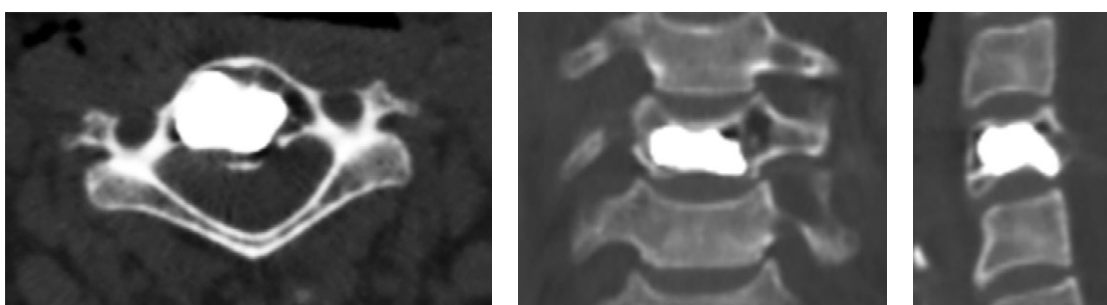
КТ-сканы позвонка  $C_7$  пациента А. после операции
